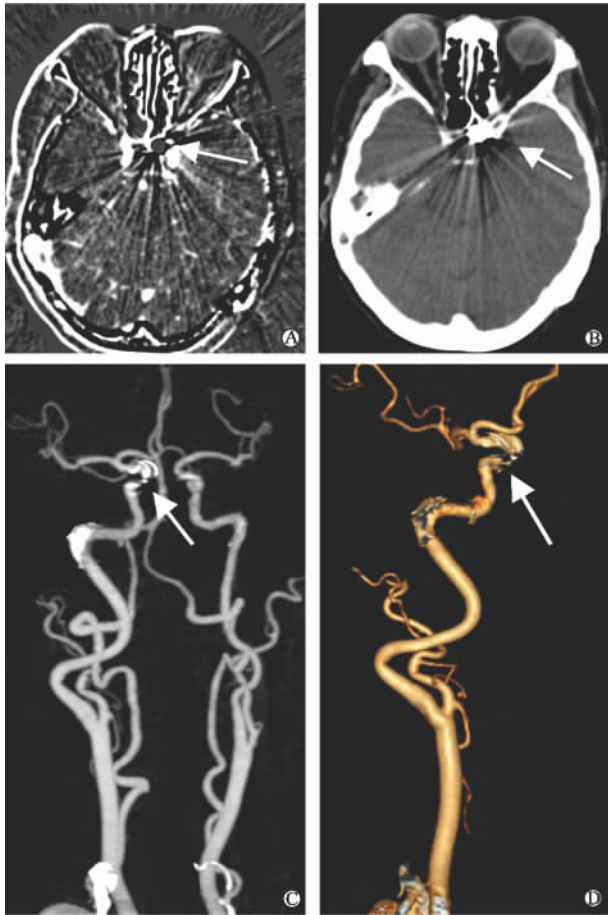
左侧颈内动脉颅内段支架术后的减影 64 层螺旋 CT 血管成像图像
